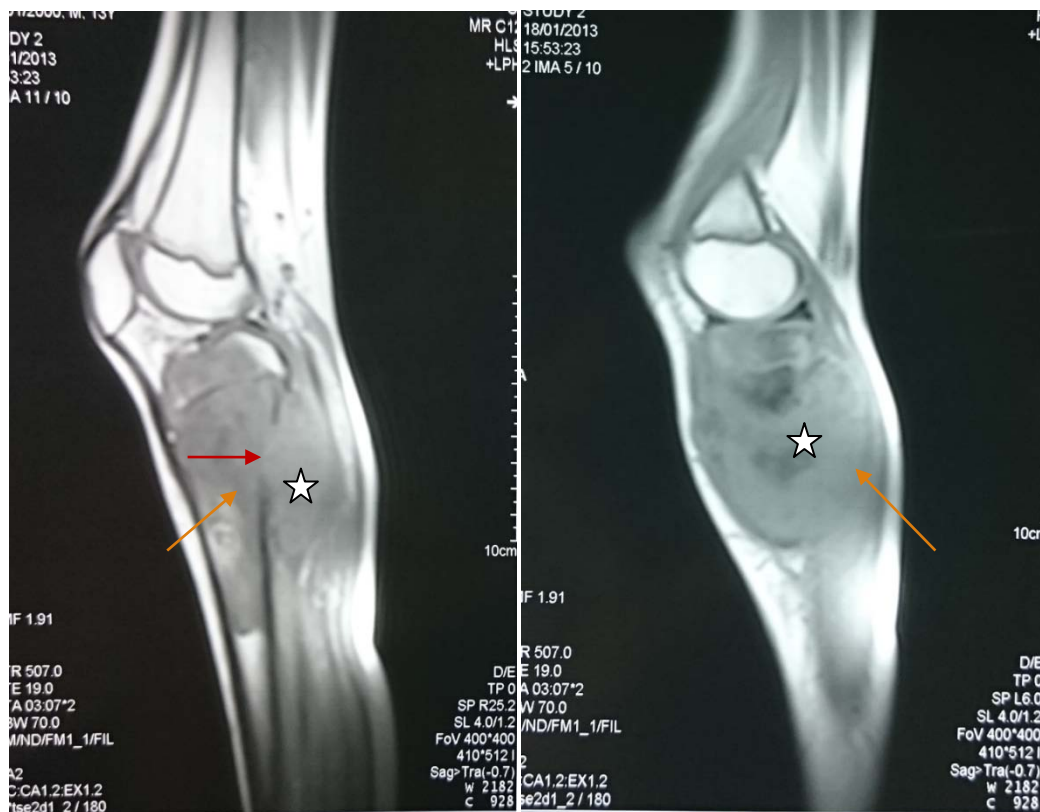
IRM du genou droit:Ostéosarcome épiphyso-métaphyso -diaphysaire en hyposignal en T1 de l'extrémité supérieur du tibia droit → , avec rupture de la corticale → et infiltration des PM (étoile)
